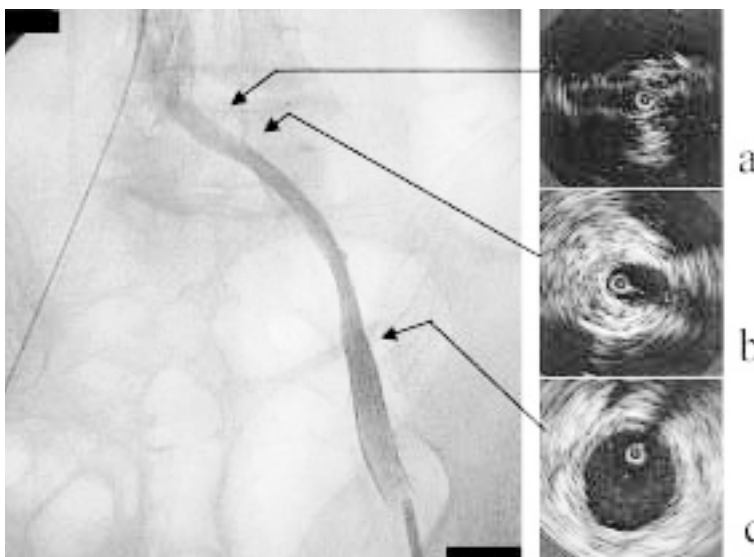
Venogram and intravascular ultrasound images after balloon dilation
